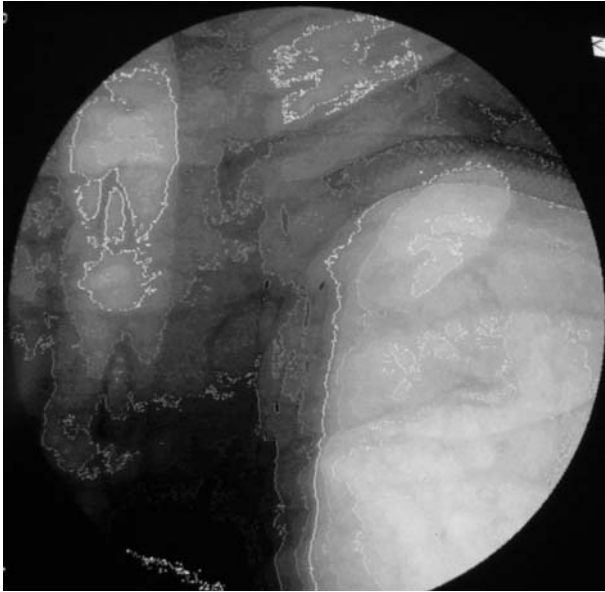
Рентгенконтрасна ангиографія хворого Б. Стент встановлено в ліву ПКА.
